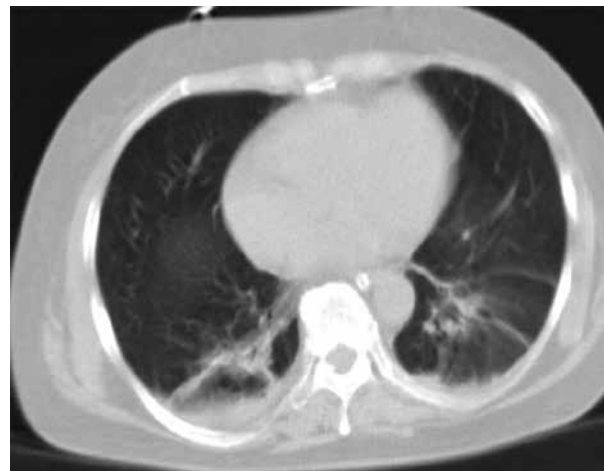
Tomografía axial computarizada de tórax. Atelectasia subsegmentaria posterobasal. Dilatación vía aérea con actividad inflamatoria. Refuerzos pleurales.
